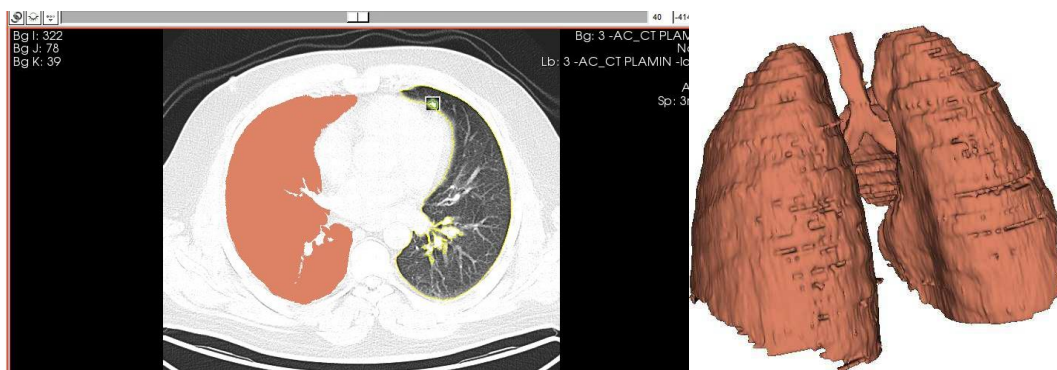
Segmentarea imaginilor CT și reconstrucția corpurilor 3D
